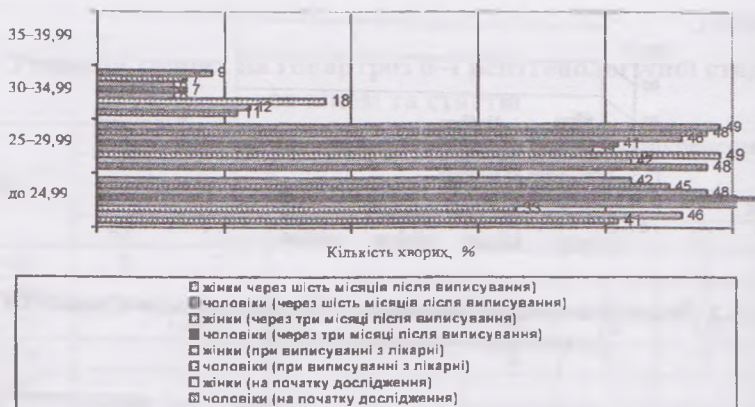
Динаміка зміни ІМТ хворих на гонартроз 0-I рентгенологічної стадії КЖ
